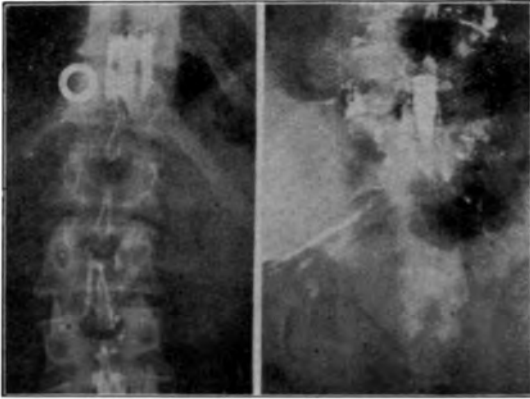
Caso 1: *a*) Grande infiltração do Pantopaque ao longo das bainhas peri-radiculares lombo-sacras, sugerindo a existência de anomalias no diâmetro dessas bainhas (neurodisplasia com siringomielia e espinha bifida); *b*) Radiografia tirada 10 dias depois, mostrando aumento da infiltração do contraste pelas bainhas peri-radiculares.
